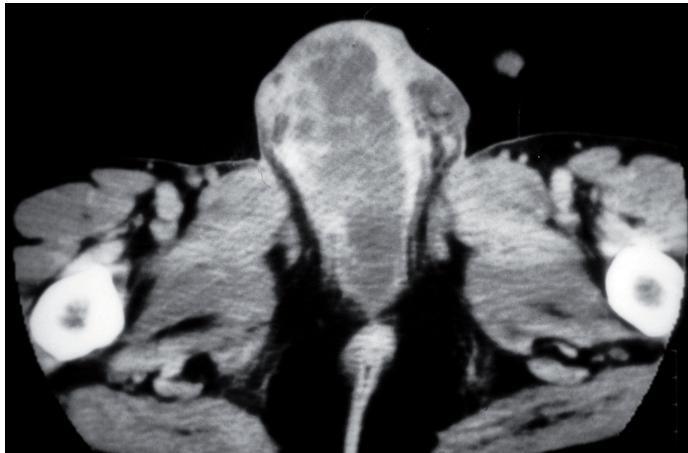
TAC donde se observa un absceso perineal a consecuencia de una prostatitis granulomatosa.
